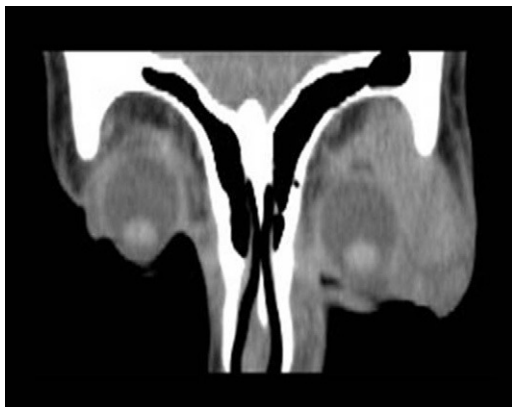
En la tomografía axial computarizada se aprecia un gran aumento del linfangioma.
